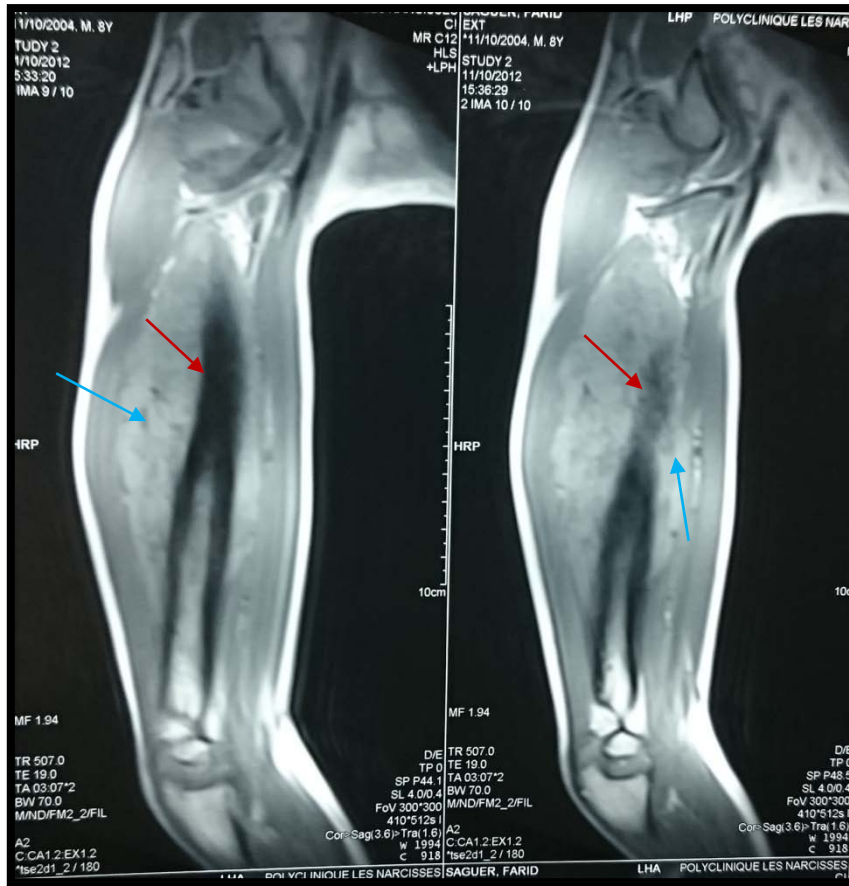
IRM du membre supérieur droit : Sarcome d'Ewing de l'humérus droit métaphyso-diaphysaire en signal intermédiaire en T1 → avec infiltration des PM →
